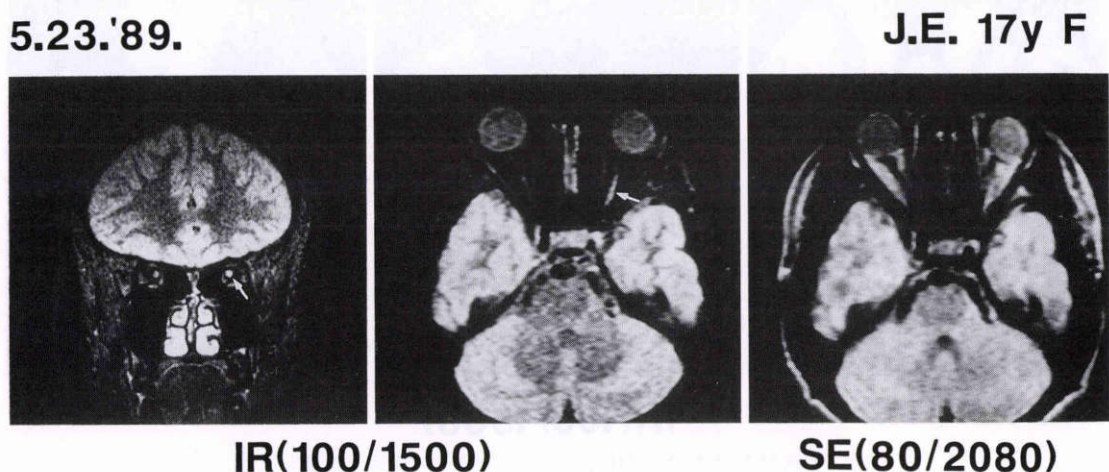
症例 J.E.における MRI. 矢印は左視神経の高信号領域を示す.
